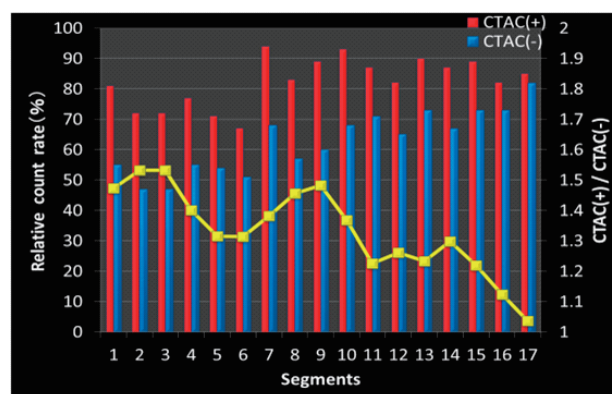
CZT-SPECT における PolarMap (17segments)
